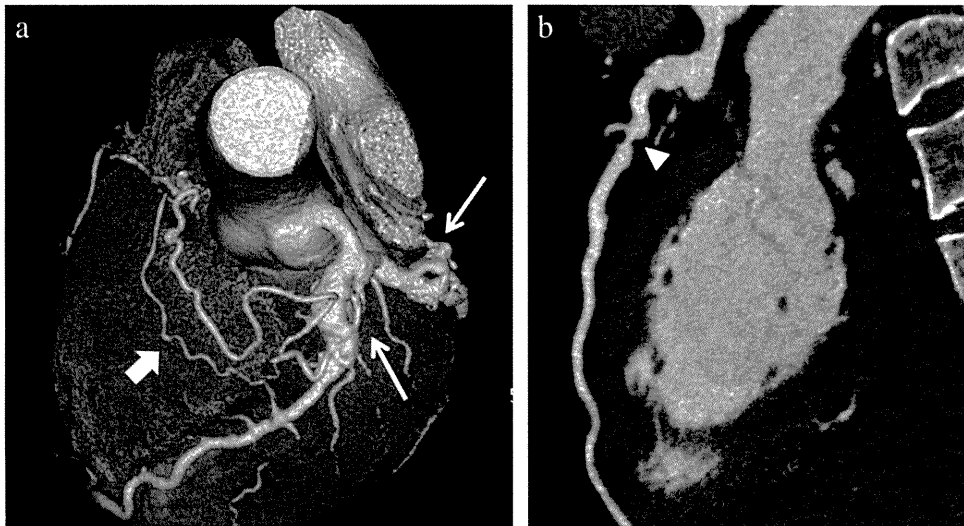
a. A multi-detector X-ray computed tomography revealed persistent giant coronary artery aneurysms at segment 6 and at segment 11 (thin arrows) and collateral arteries that connect left coronary artery and recanalized right coronary artery (thick arrow). b. A longitudinal view of the left anterior descending artery revealed a giant coronary artery aneurysm and stenosis (arrow head) just distal to the aneurysm.
